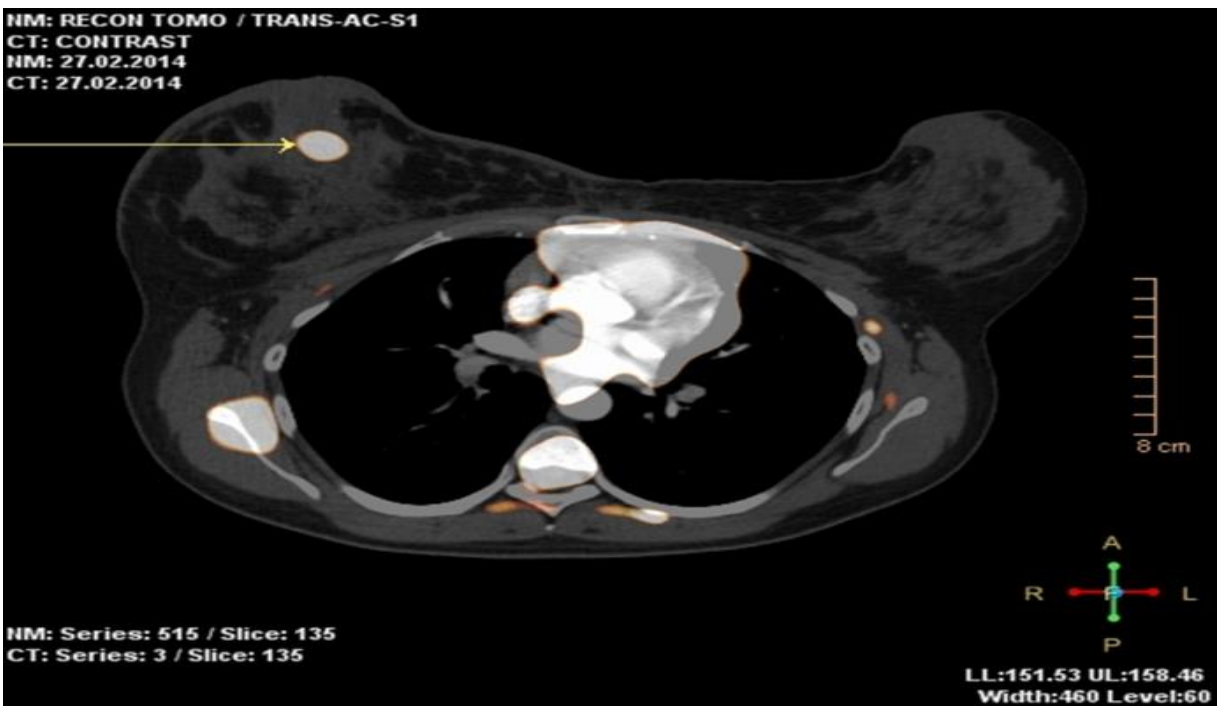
ОФЭКТ/КТ молочных желез с в/венным контрастированием при отечно - инфильтративной форме РМЖ.
